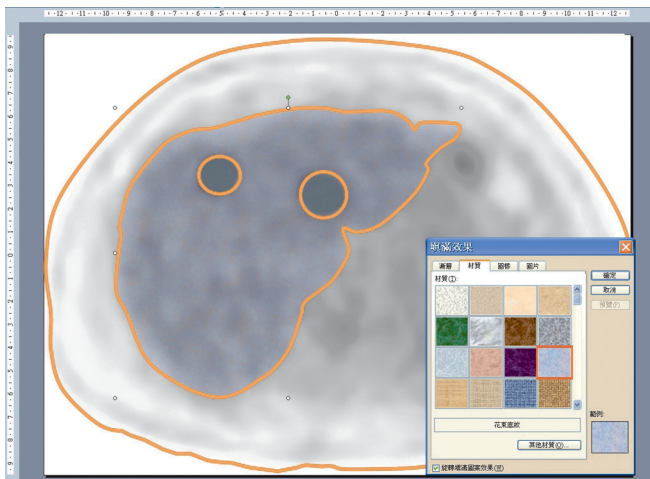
Applying colors and textures of vector objects on PET template image. (Microsoft product screen shot reprinted with permission from Microsoft Corporation.)
